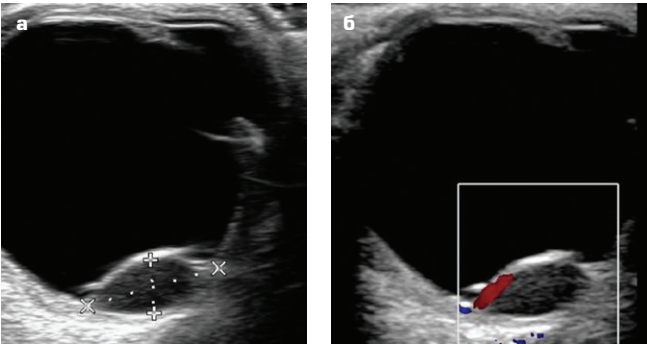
УЗИ левого глазного яблока пациента А.: а — в режиме серосканального сканирования, в правой части изображения — образование хориоидеи; б — в режиме ЦДК, в левой части опухоли картируются крупные артериальные сосуды
